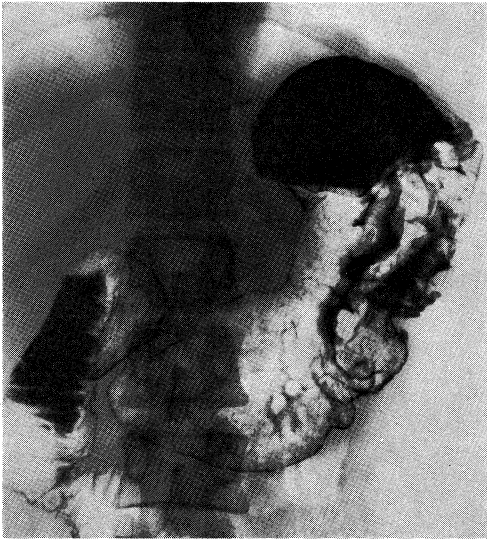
Double contrast radiograph in supine position.
